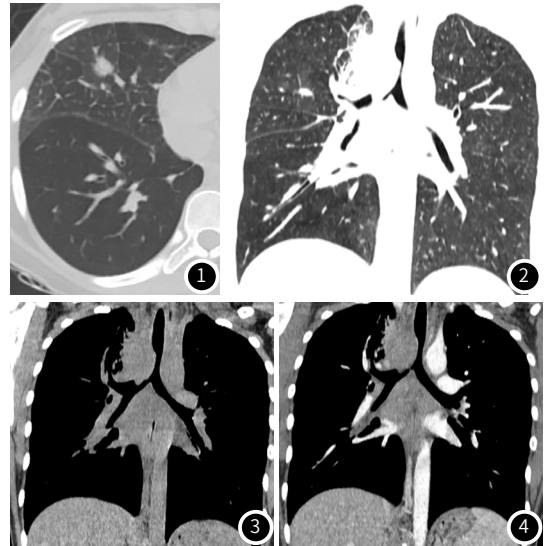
~4 胸部CT平扫及增强扫描图。图1~2为肺窗，示右肺中叶、右肺尖段小叶间隔增厚，右肺中叶见一结节影；图3~4为纵隔窗平扫及增强，示右肺门、气管旁及气管隆突下多发软组织团块影，明显不均匀强化，气管下段及右肺上叶支气管偏心性狭窄。
